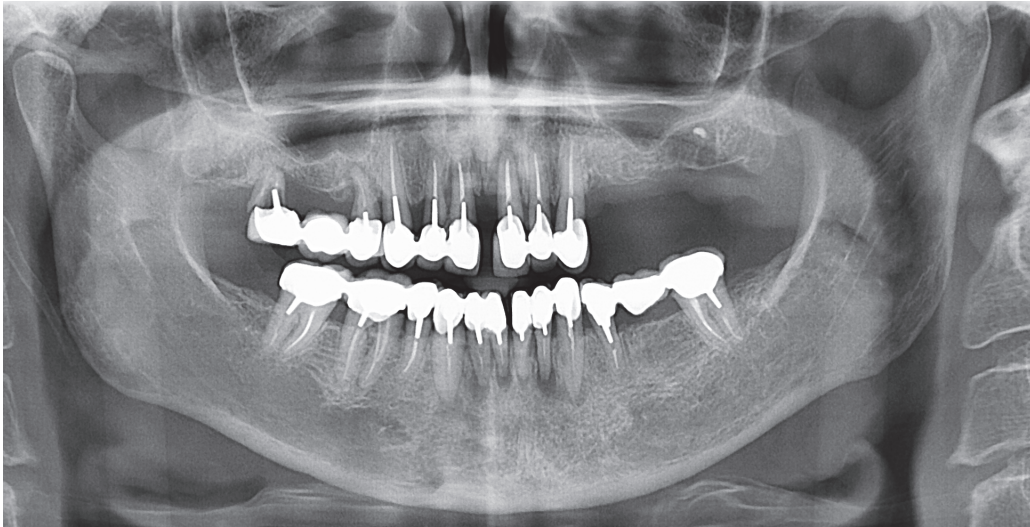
Radiographie panoramique
